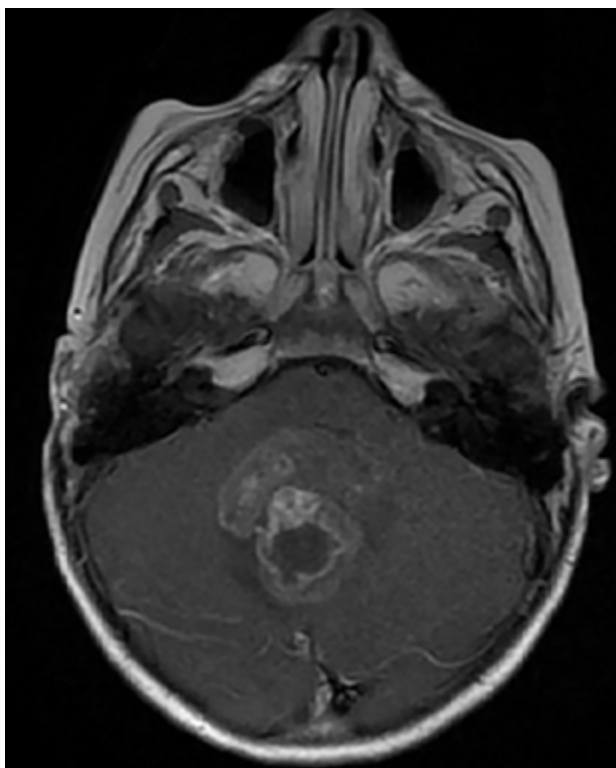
RM corte axial, secuencia T1 con contraste. Se observa neoformación medial, sólido-quística, heterogénea de bordes irregulares en la topografía del VI ventrículo que ocupa la totalidad del mismo, que realza en forma heterogénea tras la administración del contraste.
